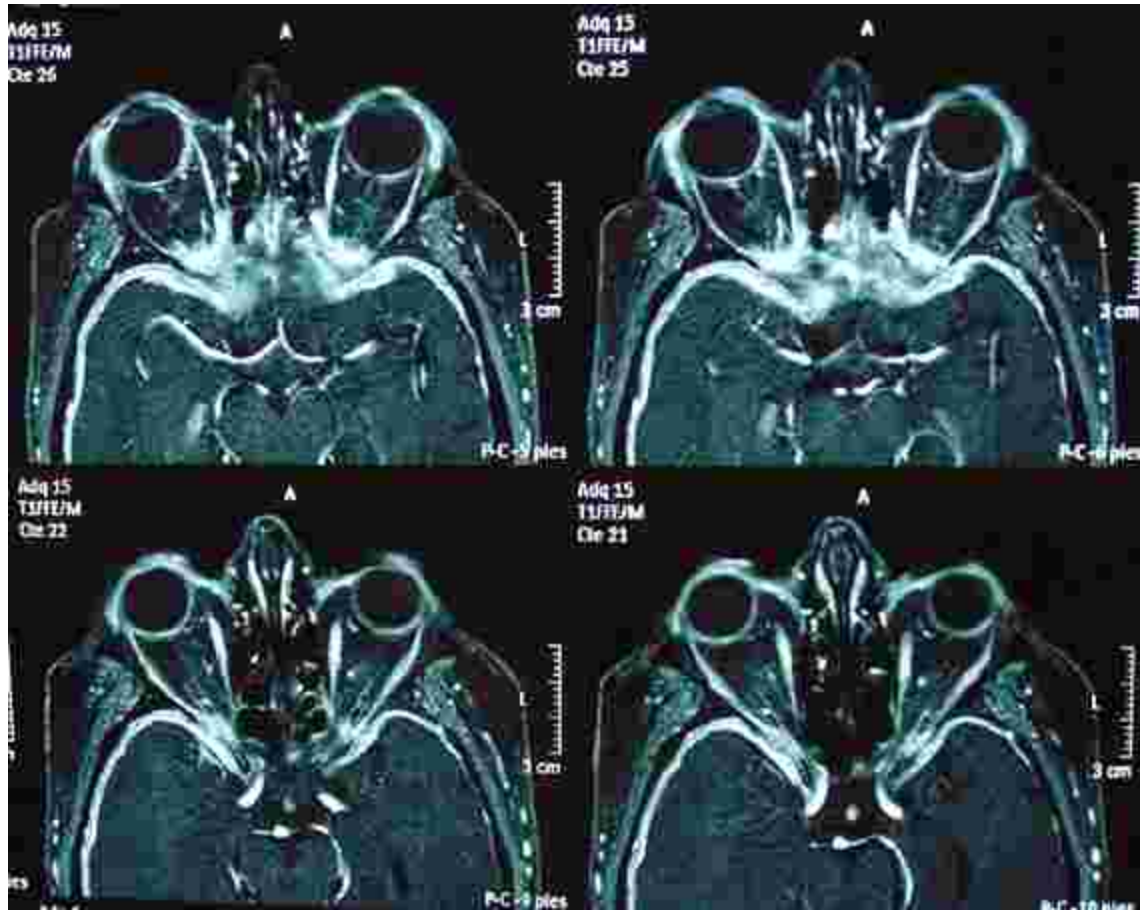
RMN secuencia T1 SPIR con gadolinio. Corte axial.
